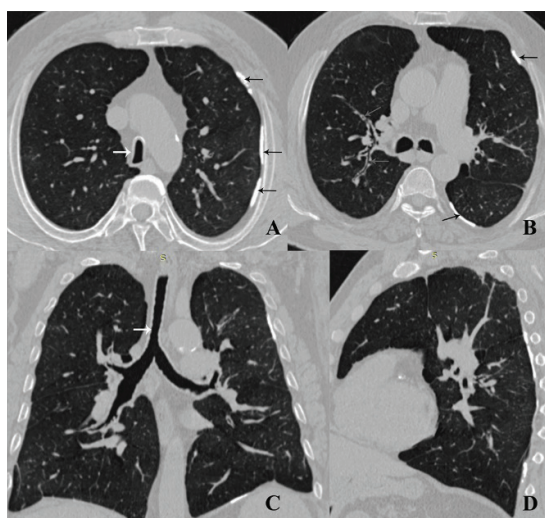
HRCT cutiei toracice efectuată la un pacient de 68 de ani (cunoscut cu BPOC, diabet zaharat, cardiopatie ischemică, hipertensiune arterială) demonstrează deformarea traheii sub formă de teacă de sabie (A – săgeata albă), determinată atât de sindromul de hiperinflație pulmonară, cât și de degenerarea inelelor traheale determinată de vârstă. Îngustarea lumenului pe toată porțiunea endotoracică a traheii (C) poate fi vizualizată și pe radiografia în incidență posteroanterioră (E). Fost fumător cu un indice al fumătorului de 40 pachet/an, a suportat tuberculoză pulmonară la vârsta de 60 de ani, cu recidivă la 62 de ani (în ambele cazuri cu tulpini sensibile). Pe radiografie se vizualizează diminuarea transparenței în câmpurile pulmonare inferioare bilateral, multiple aderențe pleuro-diafragmatice și pleuro-pericardice, sinusurile costofrenice obliterate, explicate prin îngroșarea pleurei (E). La examenul prin TC se vizualizează clar sectoare de calcificare a pleurei (A-D, "calusuri pleurale" – săgețile negre), dar și prezența bronșiectaziilor cilindrice care ar putea fi omise pe radiografie.
